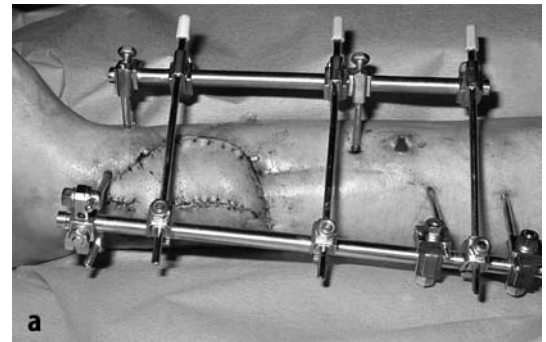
b ▶ 4 Wochen später definitiver Weichteildefektverschluss mit freiem proximal und distal anastomosierten Unterarmklappen und 2-maliger Spongiosaplastik (Röntgen 10 Wochen nach Sequestrektomie)
